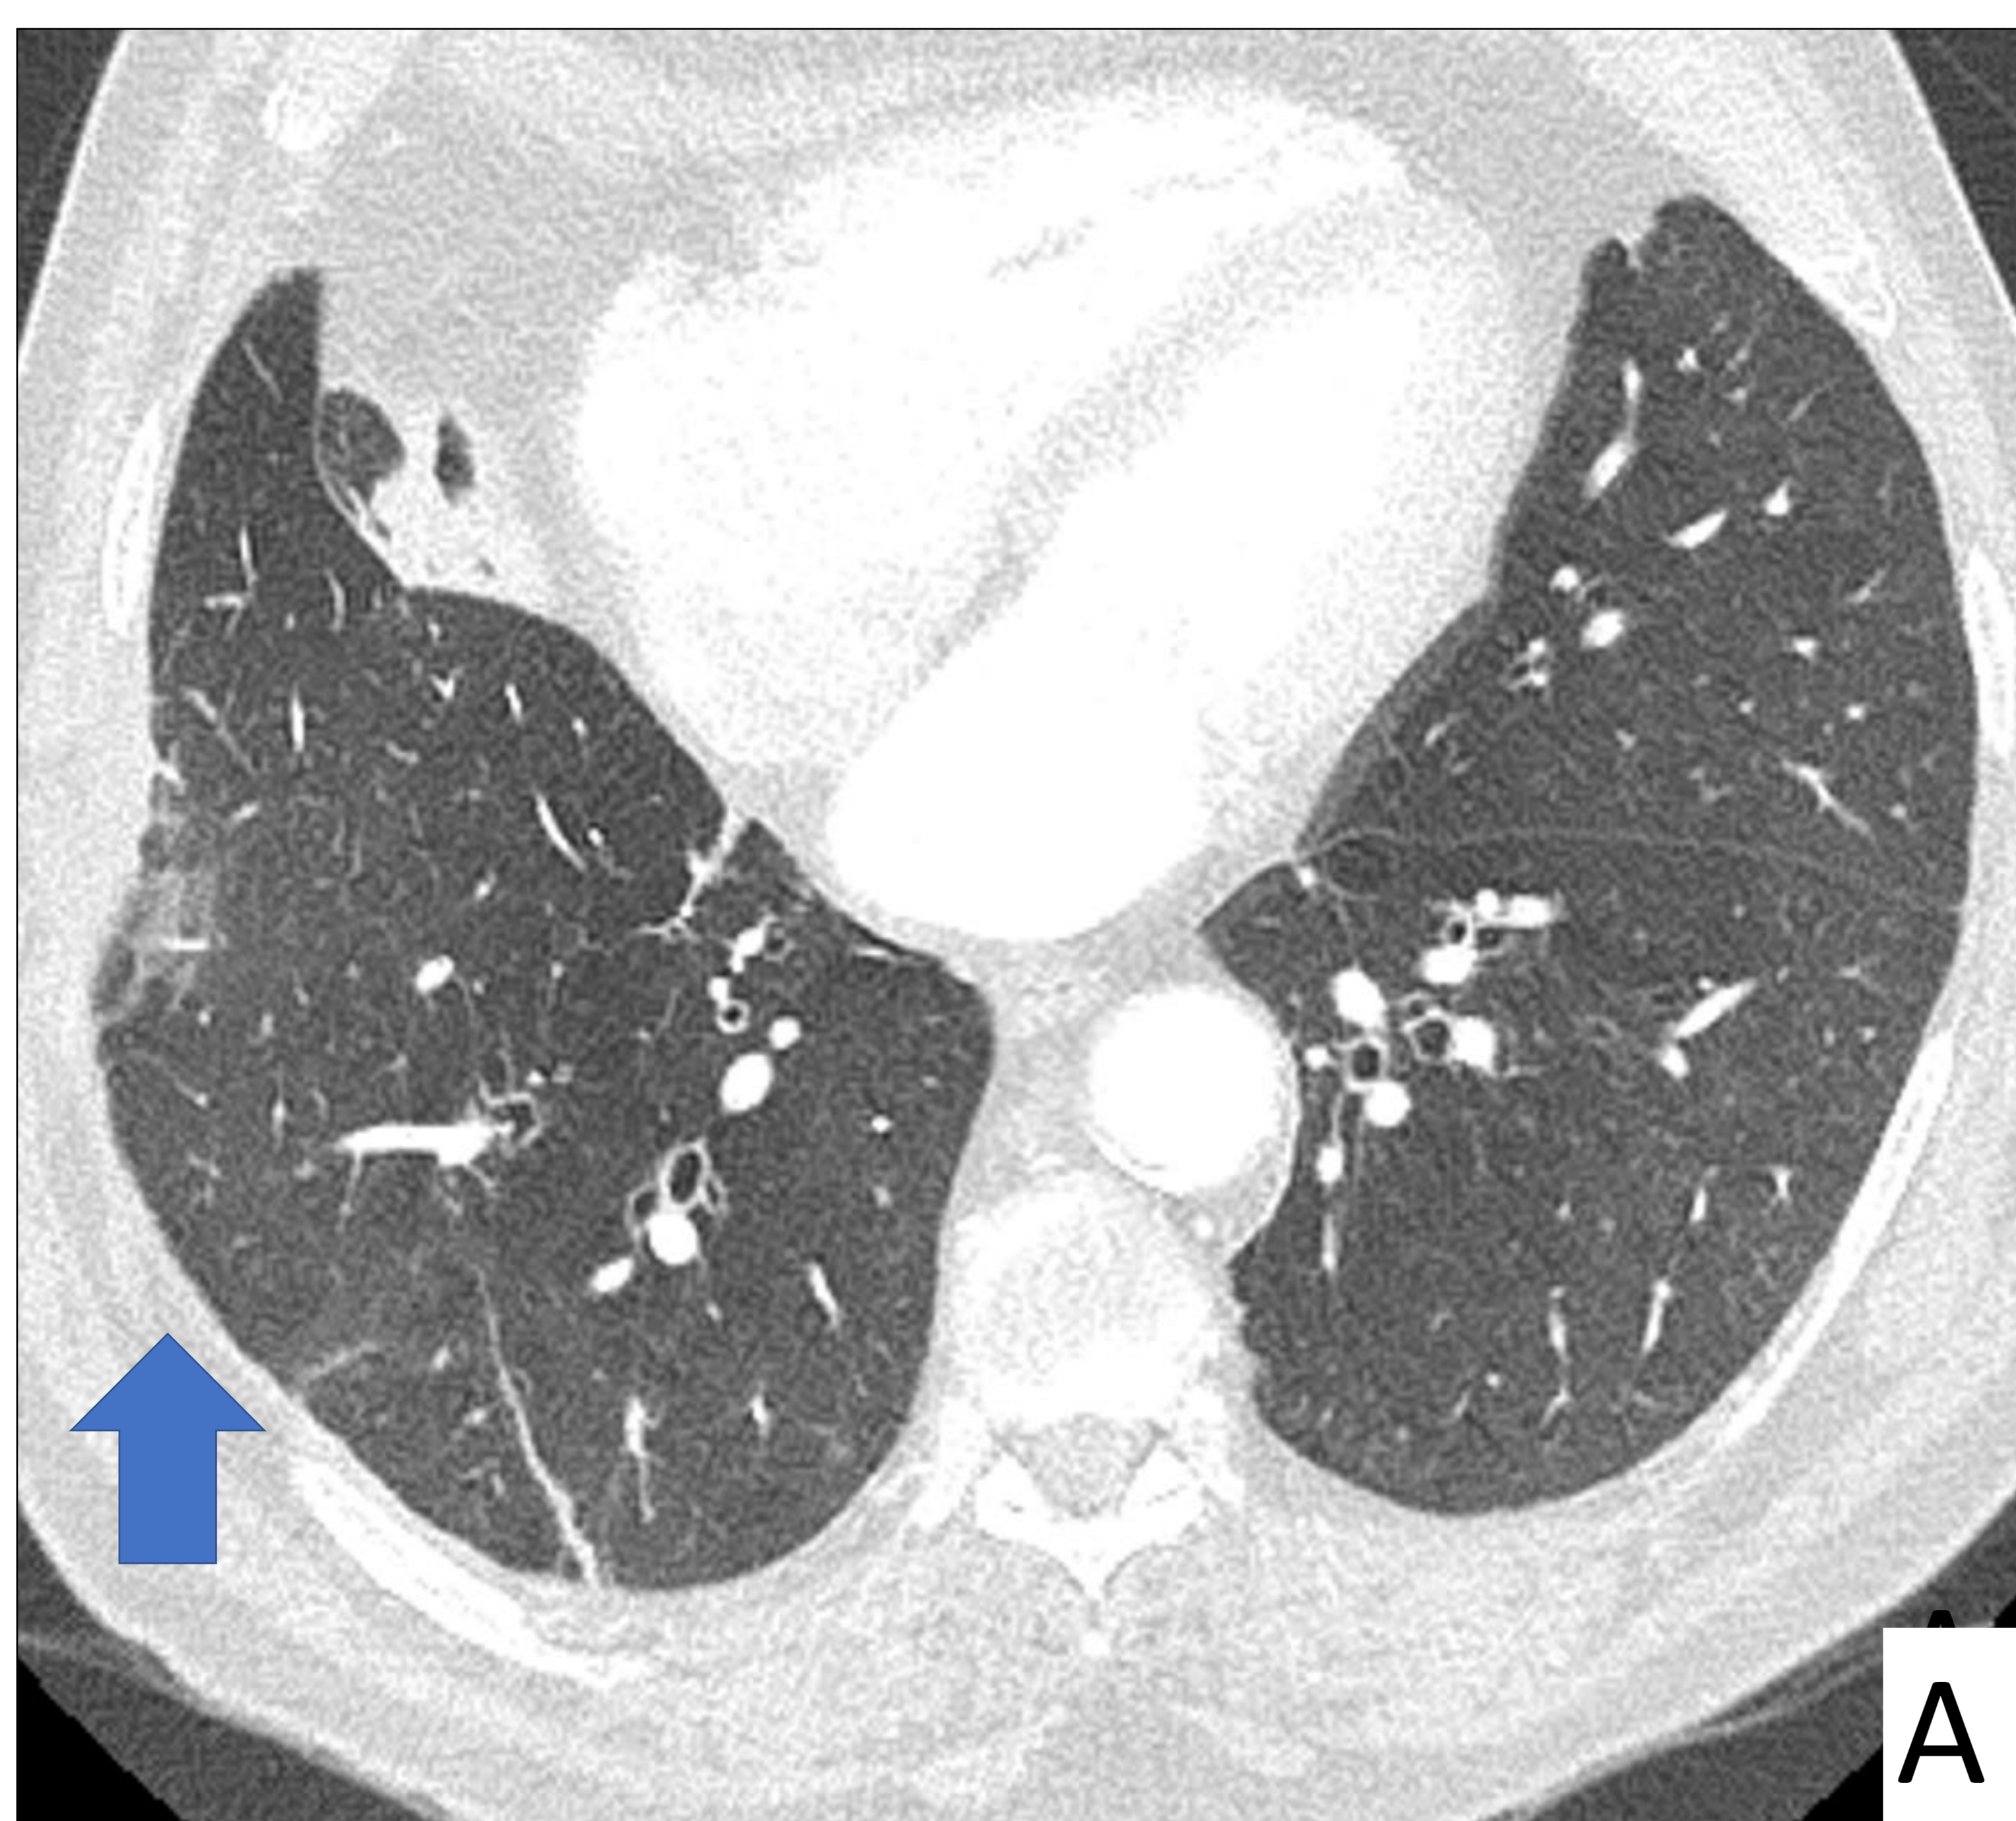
TC torácico de control realizado en el mismo paciente con contraste yodado i.v. mostrándose reconstrucciones en plano axial (A) y coronal (B) y ventana de pulmón. Muestra ligera disminución de tamaño de la hernia pulmonar conocida (flechas).
